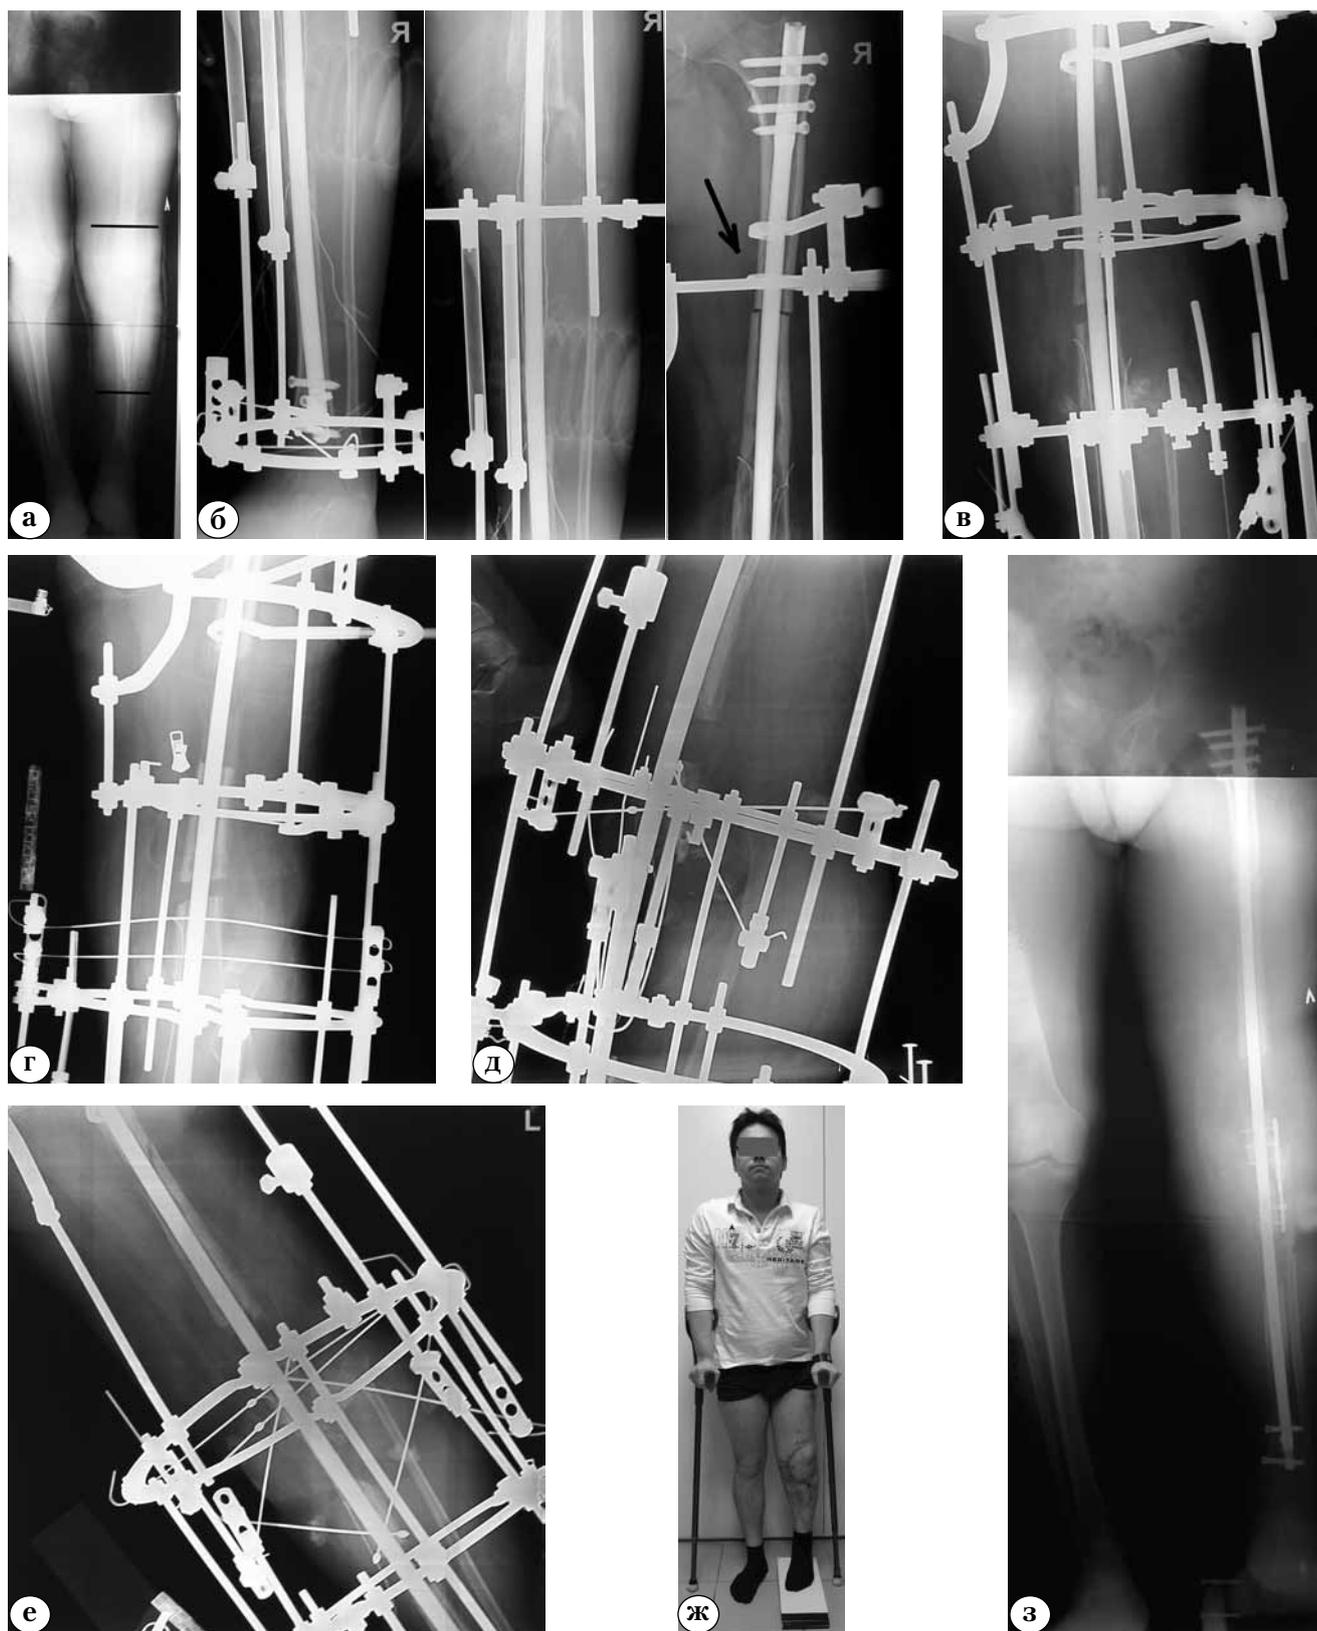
Клинический пример использование ЭФ при методике «замещение дефекта поверх гвоздя»: а – телерентгенограмма до операции (линиями обозначена величина дефекта); б – рентгенограммы после первой операции (стрелкой обозначены два ЭФ); в – во время дистракции; г – после выполнения фиксации перемещаемого фрагмента, выполнения второй остеотомии; д, е – перед выполнением открытой адаптации, накостного остеосинтеза, демонтажа АВФ; ж, з – фотография и рентгенограмма пациента после демонтажа АВФ.
